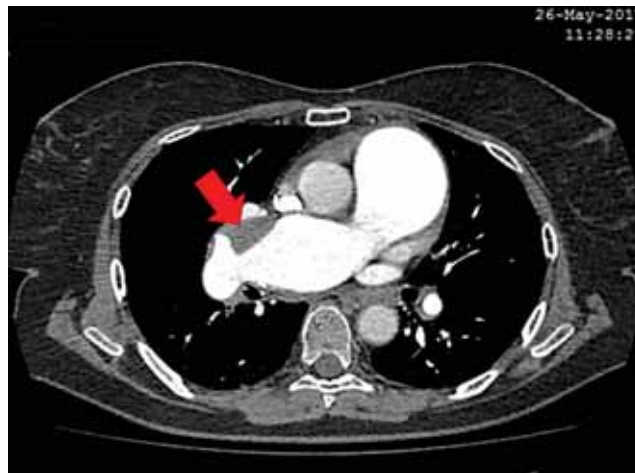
Мультиспиральная компьютерно-томографическая ангиопульмонограмма пациентки С. Стрелкой указан пристеночный тромб
